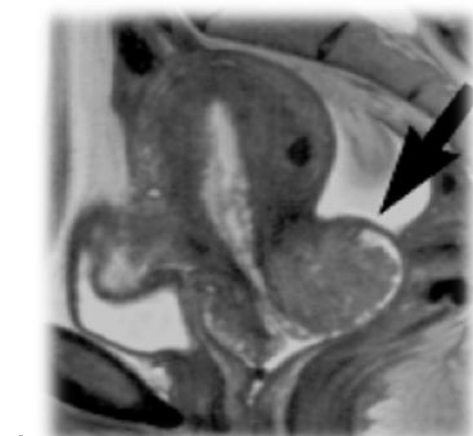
IRM en pondération T2, coupes sagittales. A. Tumeur exophytique chez une femme jeune ; B. Tumeur endophytique chez une femme plus âgée ; C. Tumeur infiltrative [47].
